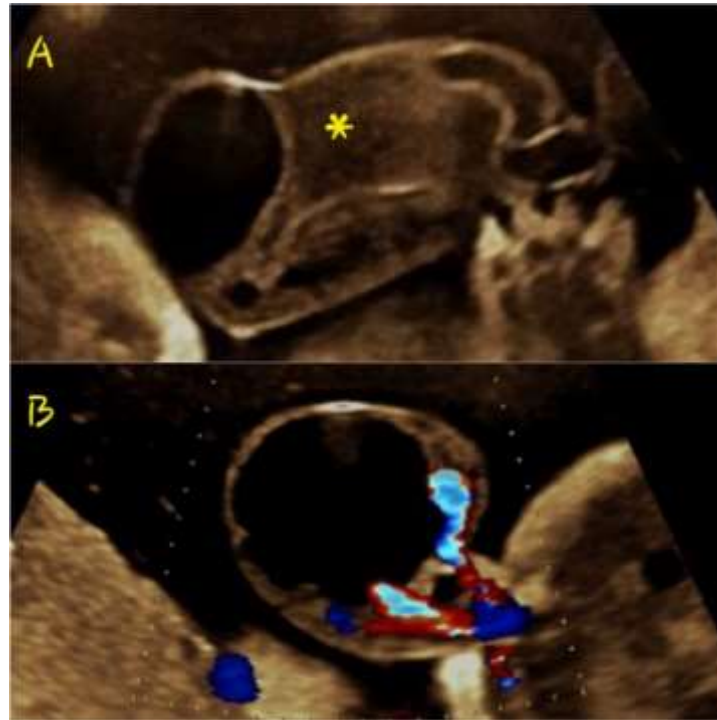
Quiste único de cordón: A. vista sagital con (*) engrosamiento focal del cordón, B. vista axial al Doppler color sin flujo en su interior y presencia de vasos umbilicales.
